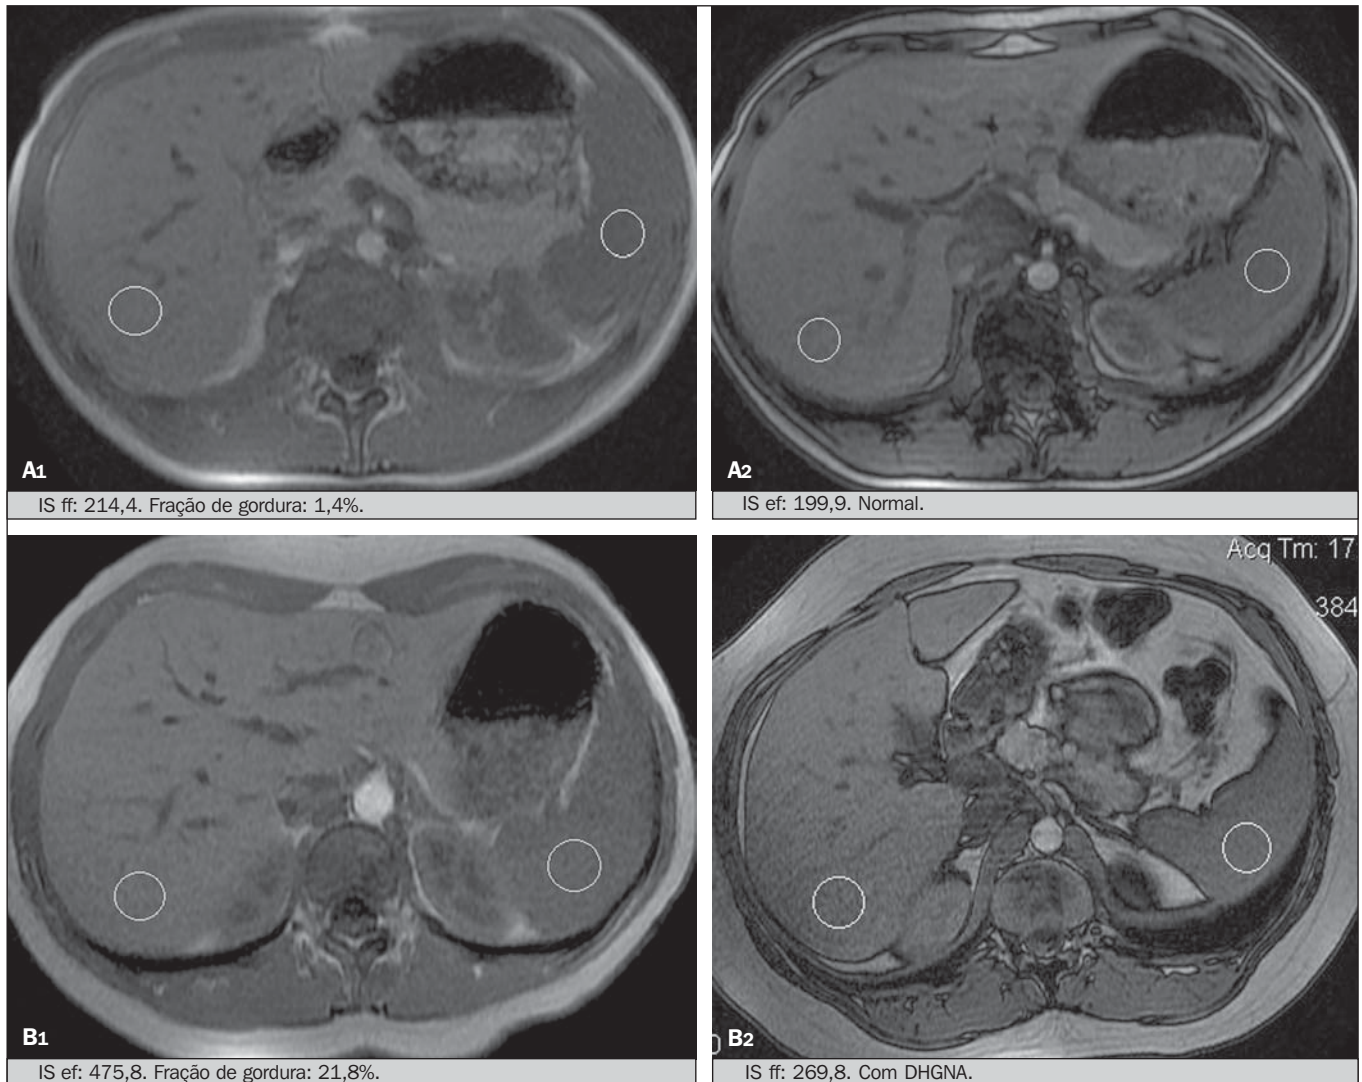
A: Imagens de RM de adolescente sem esteatose demonstrando a intensidade de sinal (IS), em fase (ef) e fora de fase (ff), *chemical shift*, e as ROIs. B: Imagens de RM de paciente com esteatose demonstrando a intensidade de sinal (IS), em fase (ef) e fora de fase (ff), *chemical shift*, e as ROIs.
